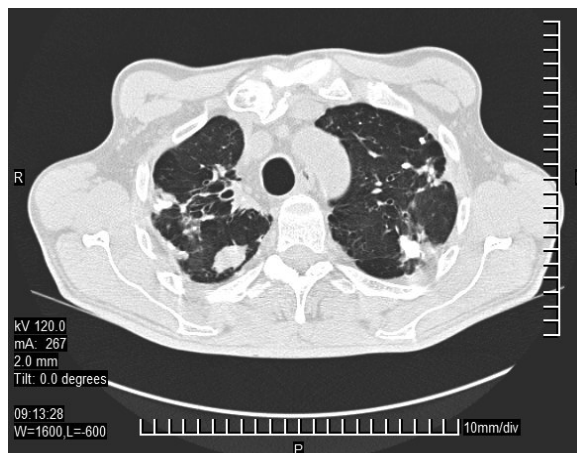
Комп'ютерна томографія хворого Т. до оперативного втручання
